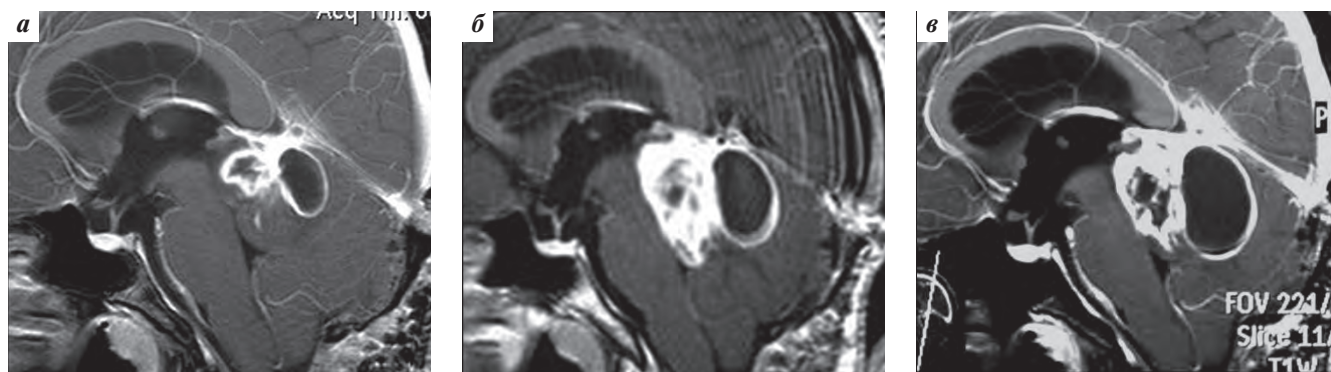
Пациентка А.: МРТ головного мозга после проведения стереотаксической радиотерапии: а — через 2 мес; б — через 4 мес; в — через 7 мес
